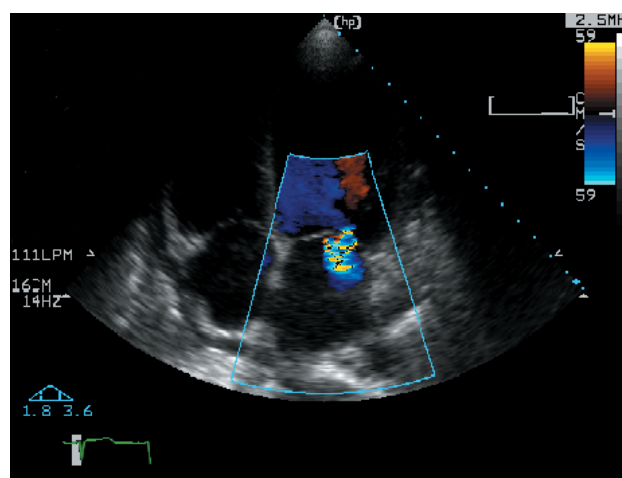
Corte del eje apical de 4 cámaras con Doppler color, donde apreciamos insuficiencia mitral.
